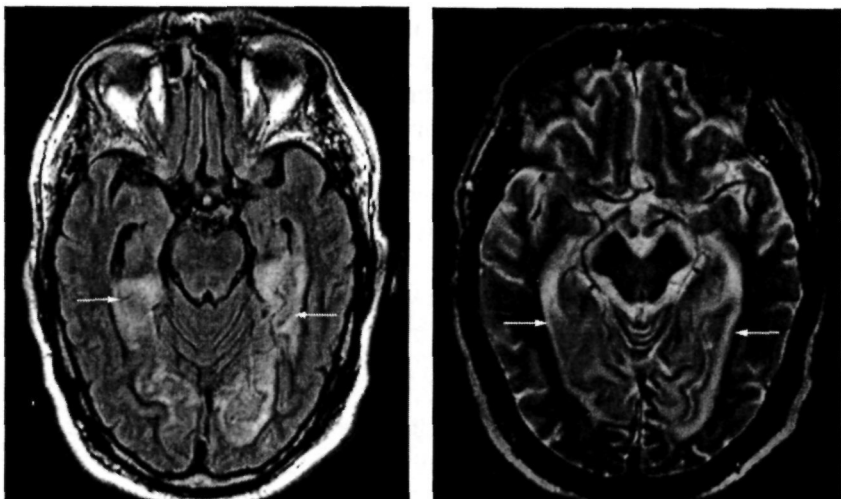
МРТ головного мозку хворого Н., 80 років, через 24 год від початку захворювання. Т₂ТІРМ-зважене зображення.
